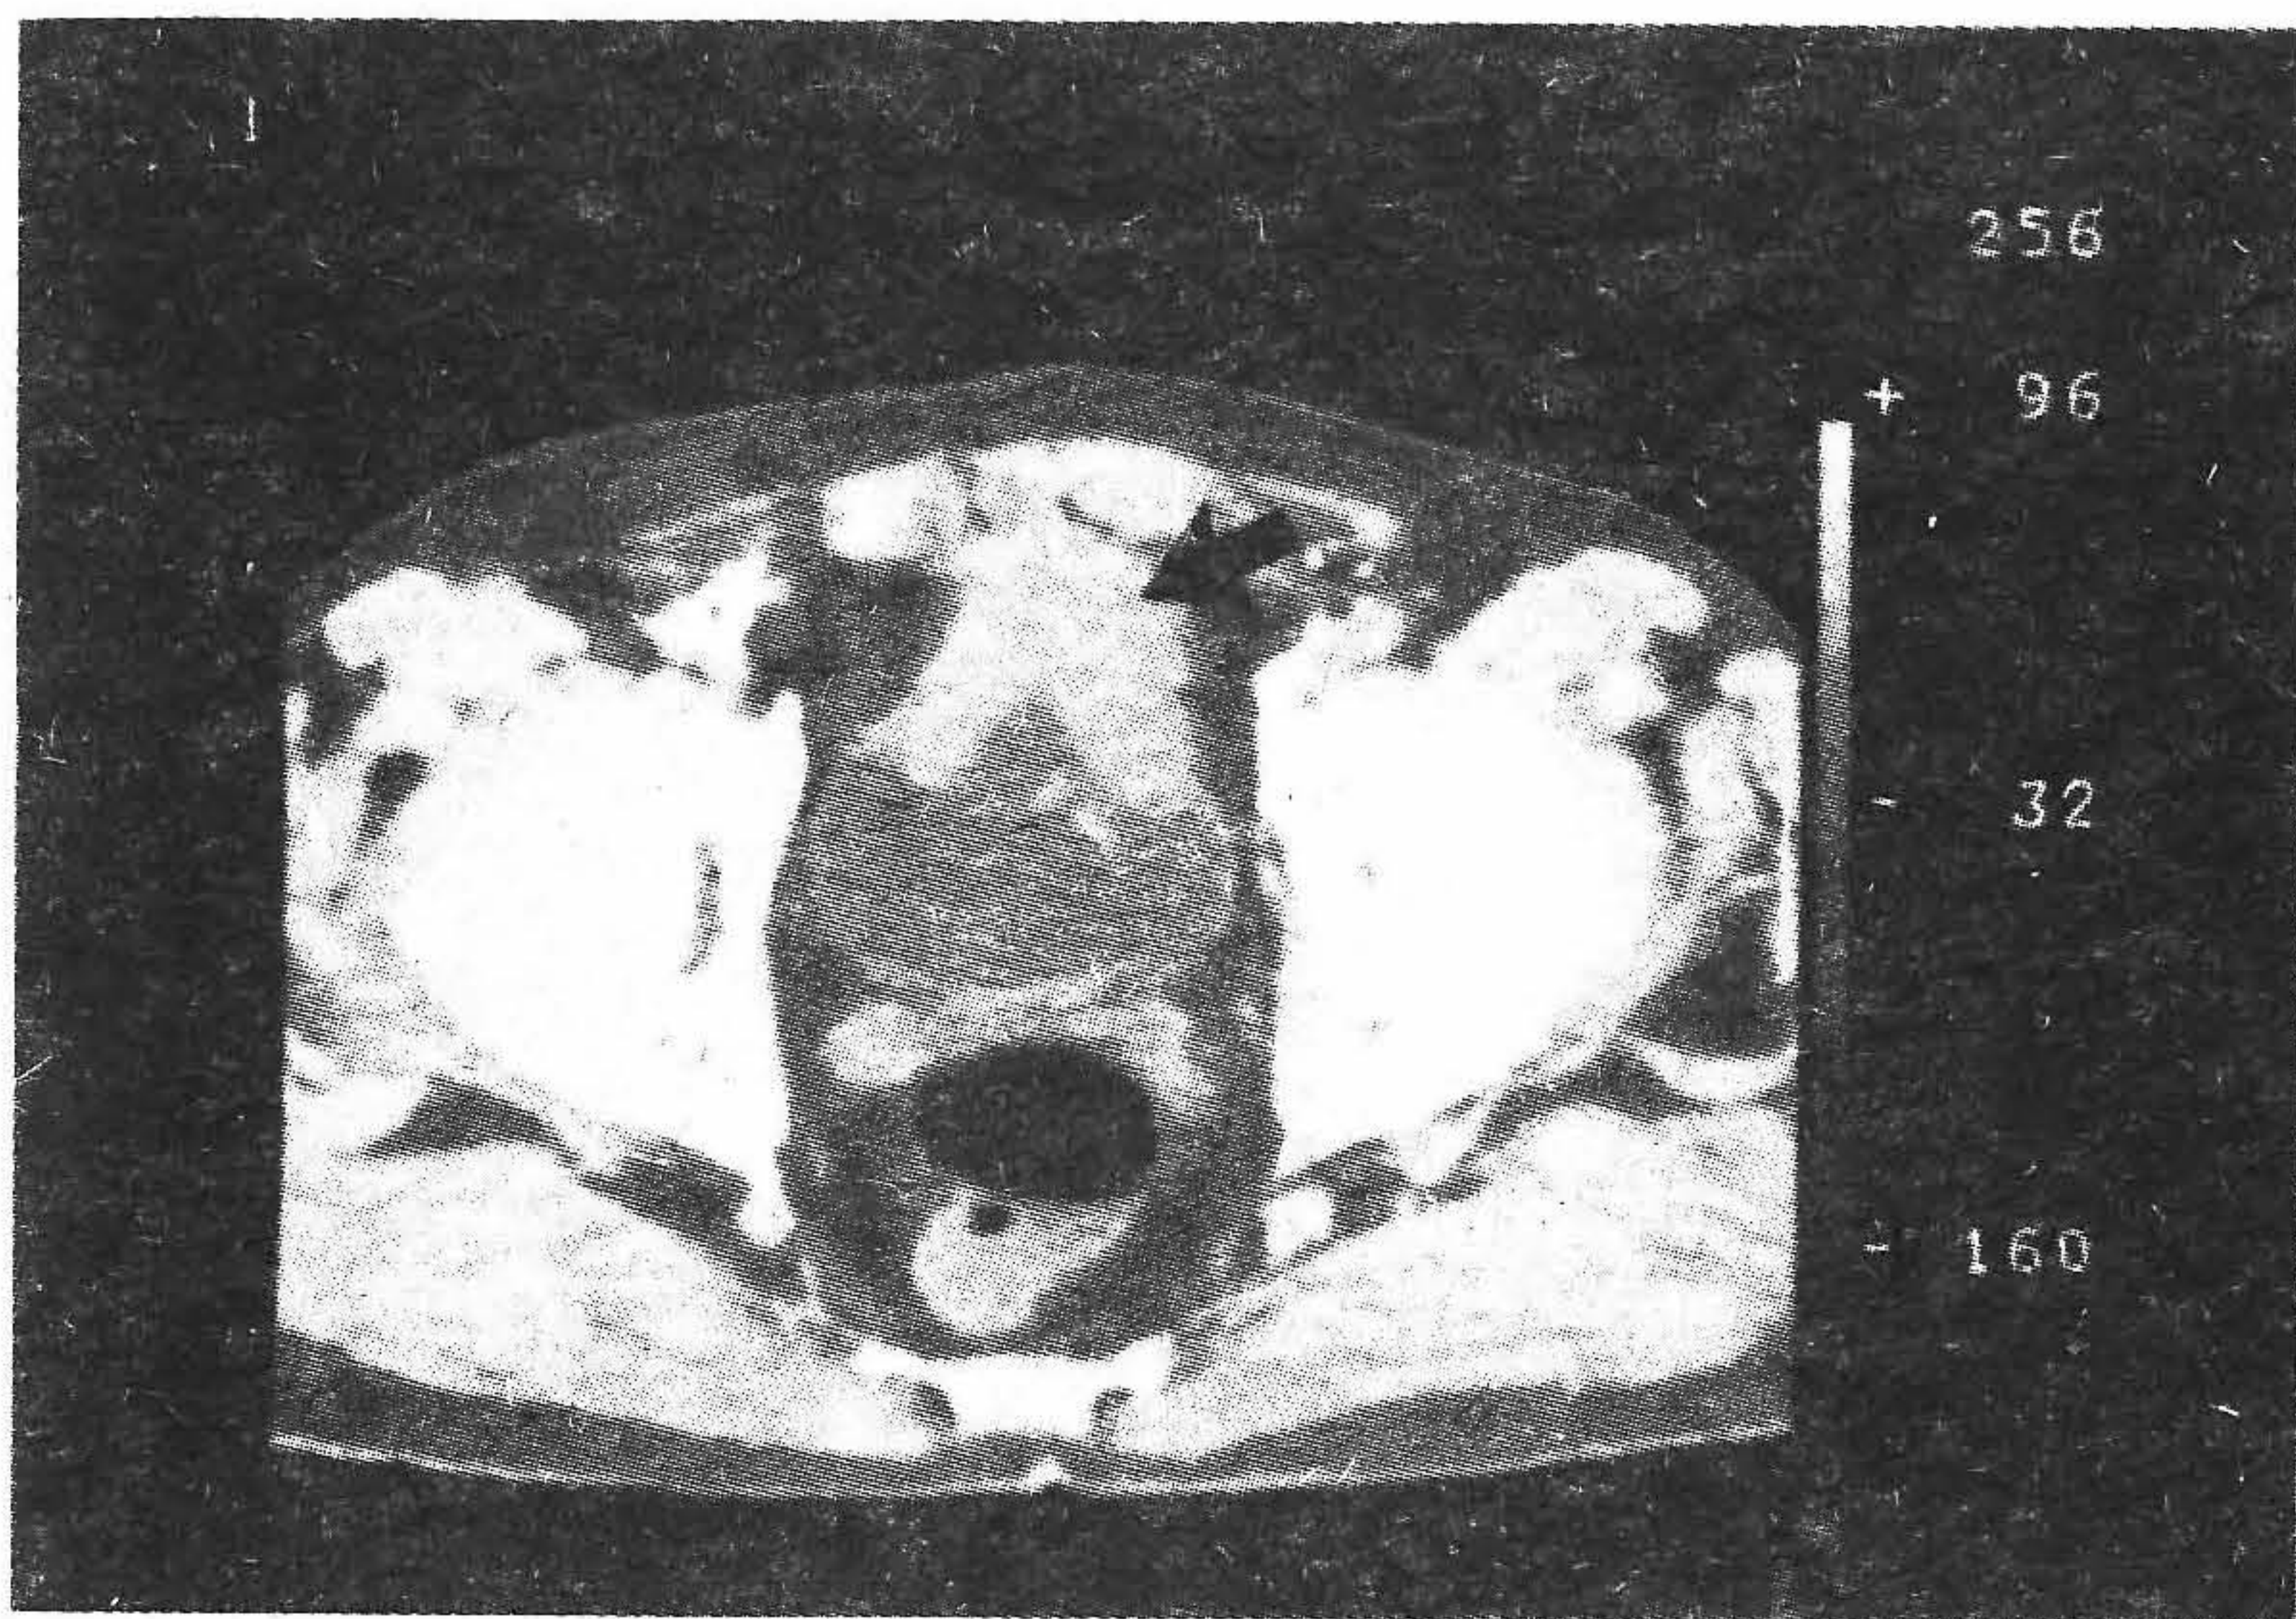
Компьютерная томограмма, на которой видна массивная опухоль (показана стрелкой) мочевого пузыря с экстравезикальным ее распространением кпереди.
